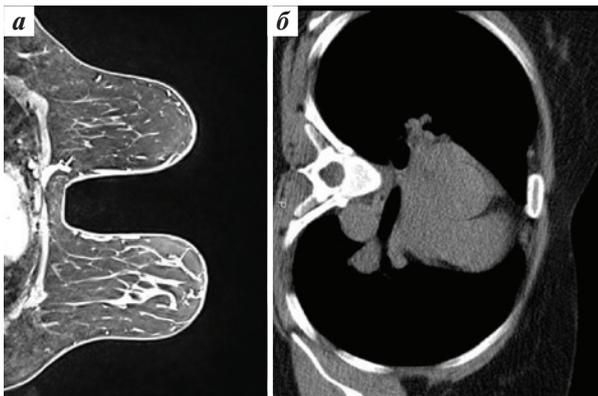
Маммография (а) и компьютерная томография (б): парастерально слева на уровне I–II межреберий отмечается уменьшение лимфатических узлов с 6 × 12 до 4 × 5 мм (II межреберье), в I межреберье четко не визуализируется. В левой молочной железе отмечаются диффузно расположенные мелкие кальцинаты 1 мм, уменьшение неравномерного уплотнения железы, преимущественно в верхних отделах, без четкой визуализации узла
